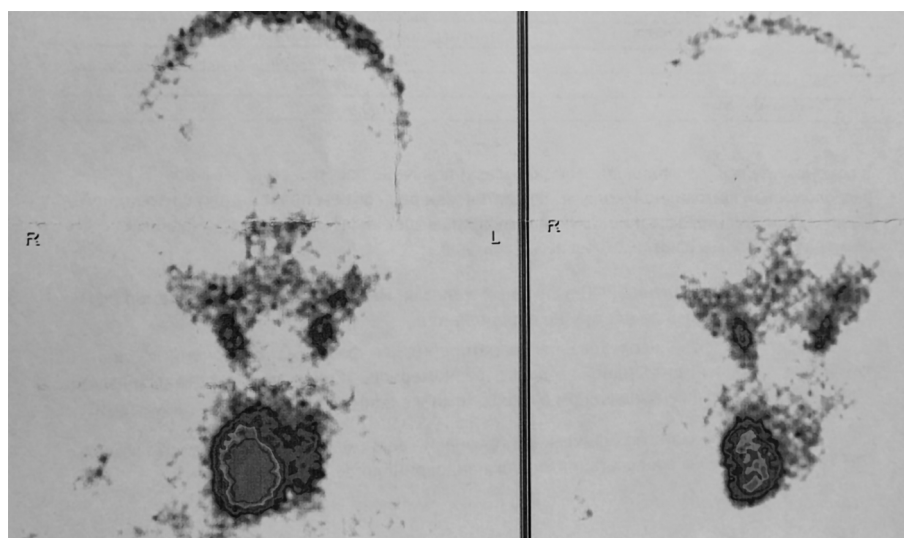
Двухфазная сцинтиграфия околощитовидной железы. Гиперфиксация радиофармпрепарата в области нижней правой околощитовидной железы
